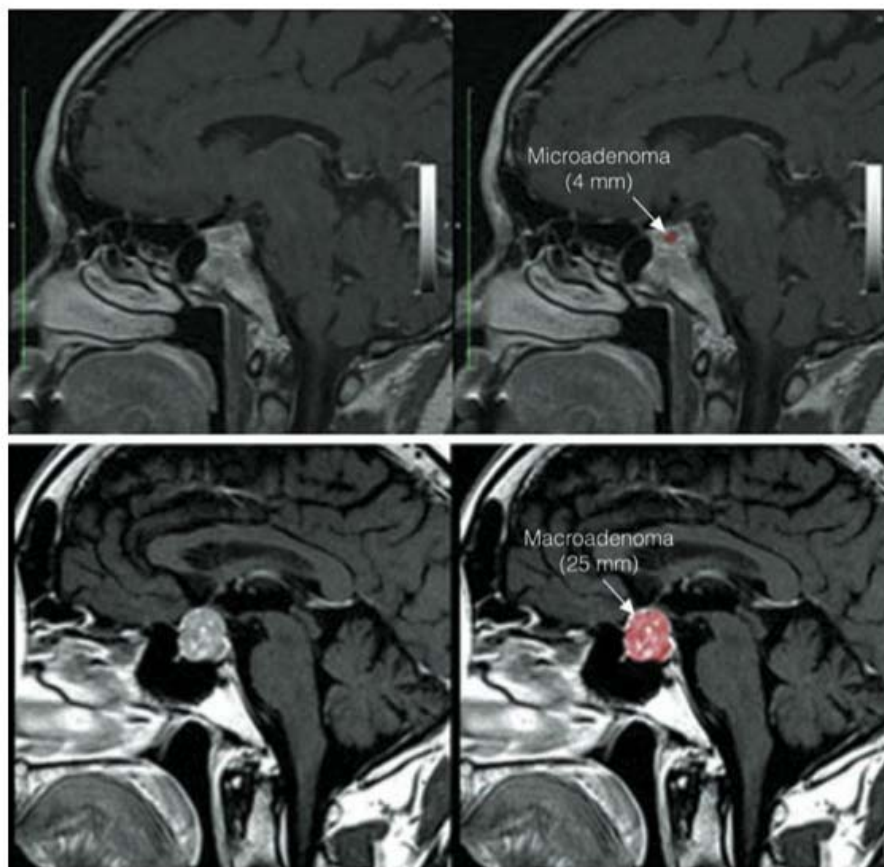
■ Adenomas de hipófise. Ressonâncias magnéticas e suas respectivas interpretações.
